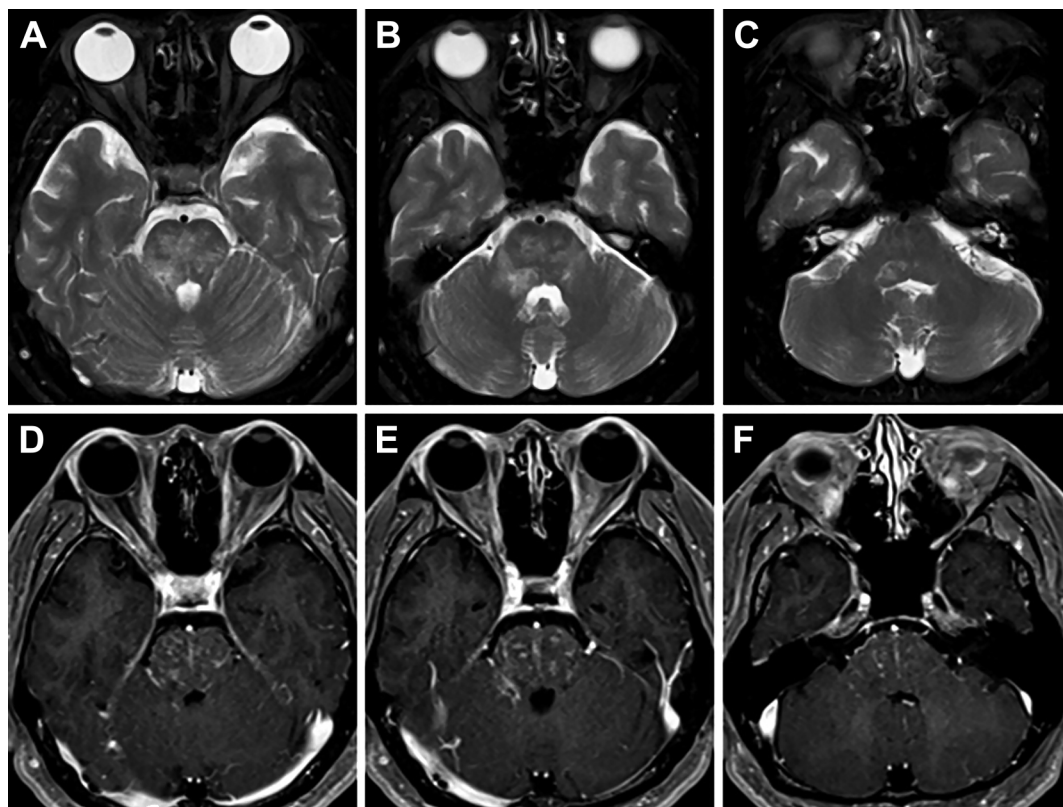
Brain MRI on admission.
